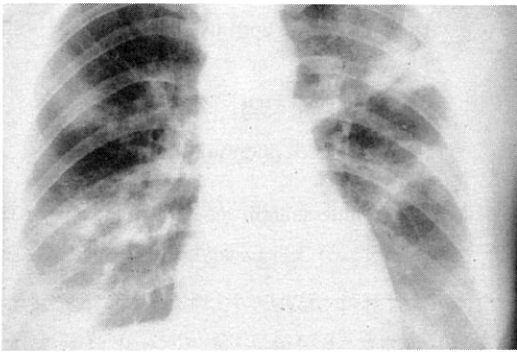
Chest radiograph of a patient with Churg-Strauss angitis shows patchy pulmonary infiltrates on both lung fields.
